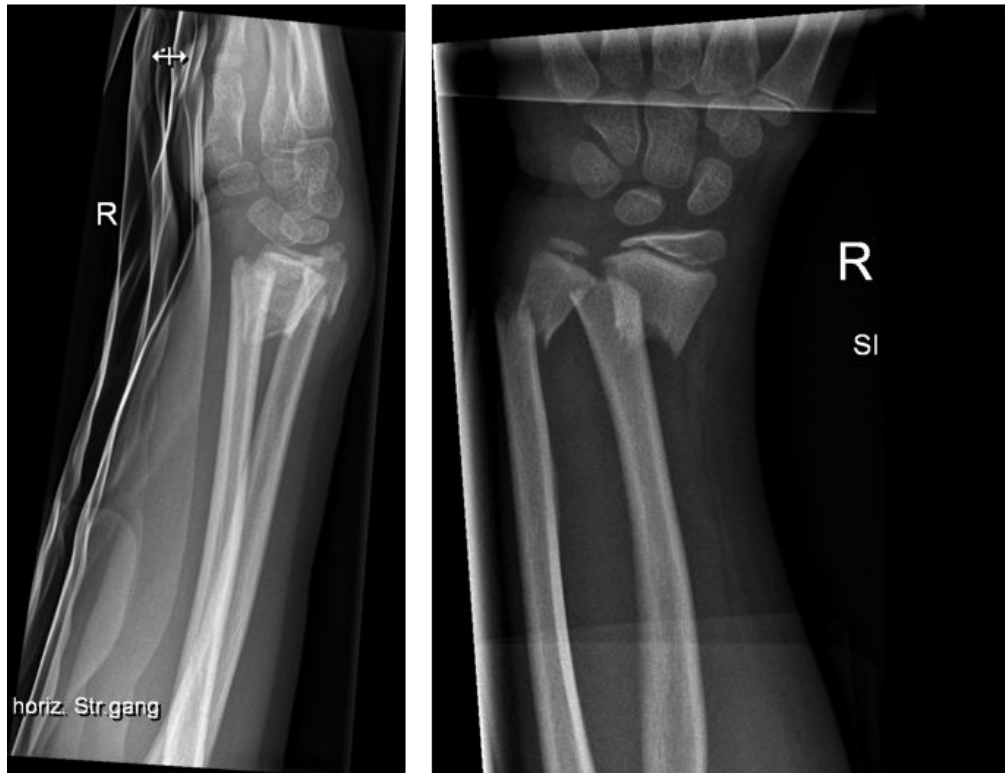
Röntgenbilder eines 7-jährigen Mädchens nach Sturz in der Schule auf den rechten Arm mit dislozierter distaler Unterarmfraktur.
